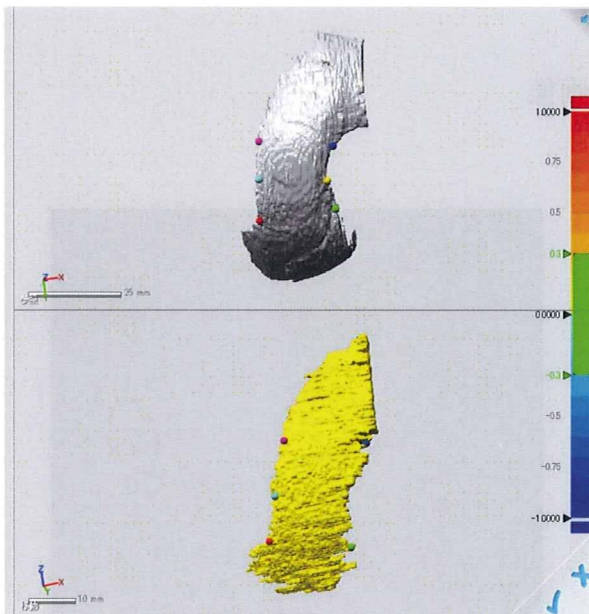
超音波関節軟骨モデルとMRI 関節軟骨モデルとの位置合わせ
